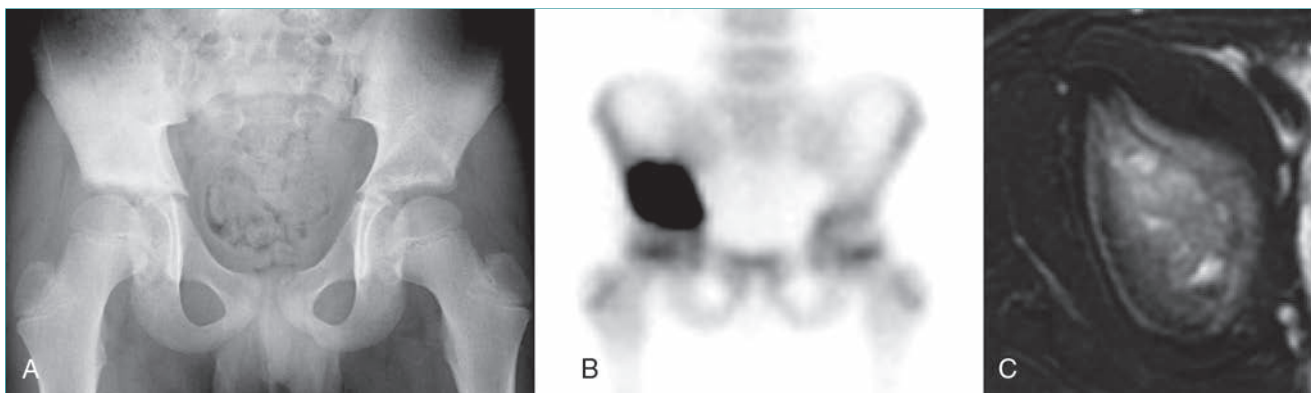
Sarcoma de Ewing de la pelvis. A, La radiografía anteroposterior de la pelvis muestra una anomalía indefinida en la región supracetabular derecha. B, La gammagrafía ósea con tecnecio (Tc-99m) revela una captación intensa en esa zona. C, La RM axial de la región acetabular pone de manifiesto una elevación del periostio. La biopsia diagnosticó un sarcoma de Ewing.
